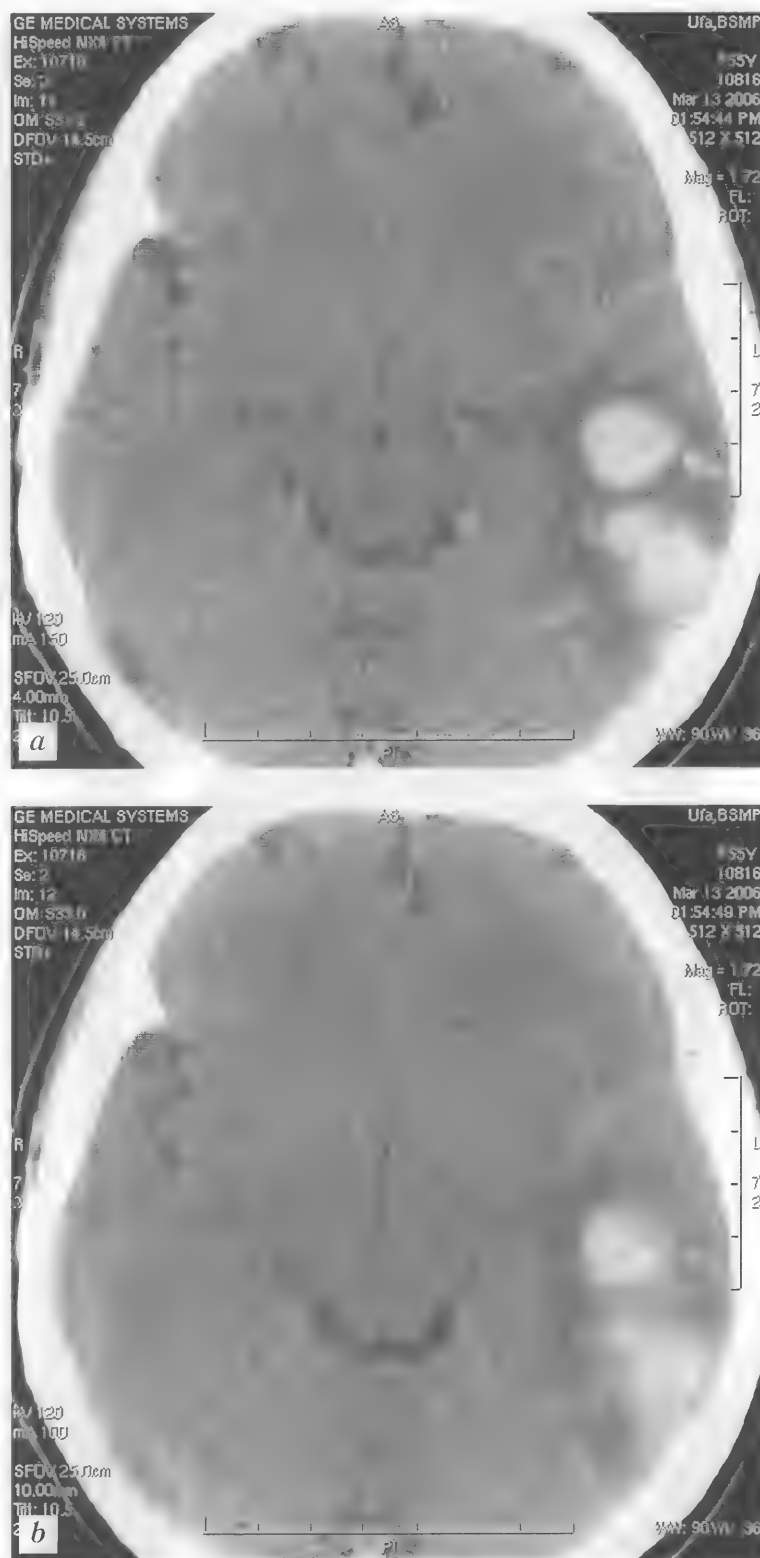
Больной Н., 55 лет. Гипертензивное кровоизлияние с формированием латеральной гематомы (в стадии частичной резорбции) в левой теменно-височной области. КТ — *a, b*
